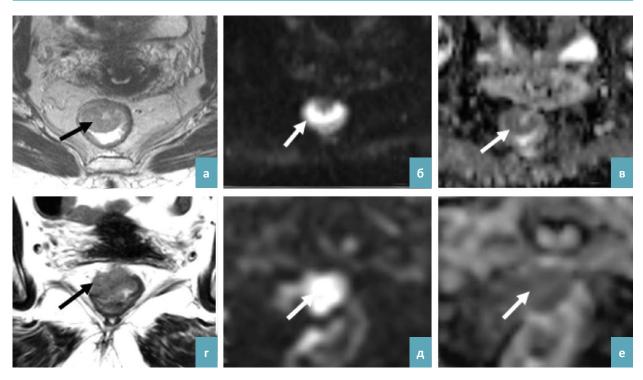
МРТ больной K, 52 лет с диагнозом РПК рТ1 до лечения (а—в) и через 13 мес. после ТЭМ (г—е): Т2-вИ, аксиальная плоскость — а) экзофитная опухоль по передней стенке среднеампулярного отдела (стрелка) и г) рецидивная опухоль в области иссечения (стрелка) с признаками экстрамурального распространения и подрастанием к заднему своду влагалища; ДВИ (b = 1000), высокий сигнал от — б) первичной опухоли (стрелка) и д) рецидивной опухоли (стрелка); карта ИКД, низкий сигнал от — в) первичной опухоли (стрелка) и е) рецидивной опухоли (стрелка).
